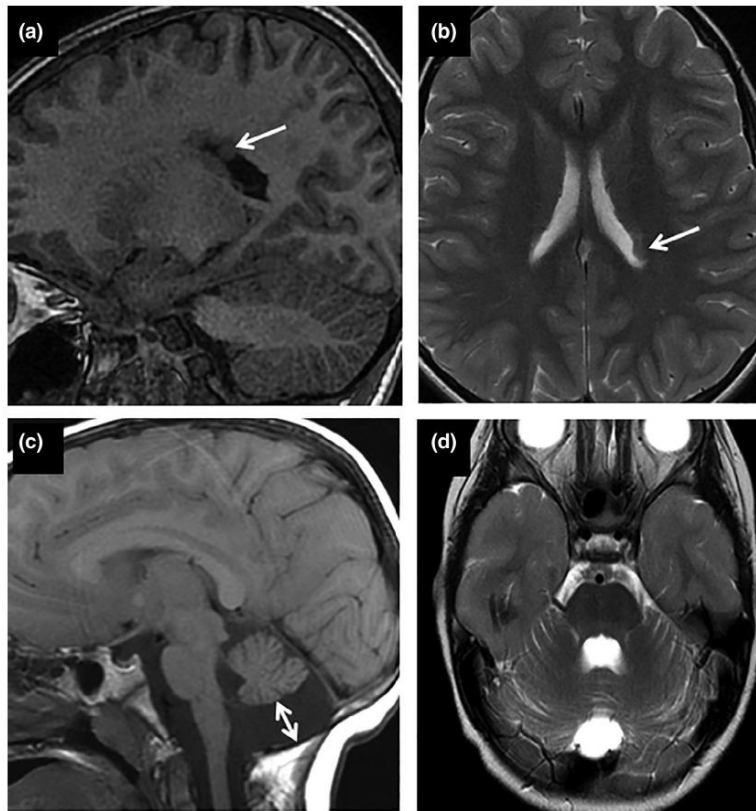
MRI images from patients 2 and 3. (a) Sagittal T1WI and (b) axial T2WI demonstrating subependymal heterotopias in left atrium (white arrows). (c) Midsagittal T1WI and (d) transversal T2WI MRI images of patient 3 showed cystic posterior fossa appearance in midsagittal (double arrow) due to moderate cerebellar atrophy
